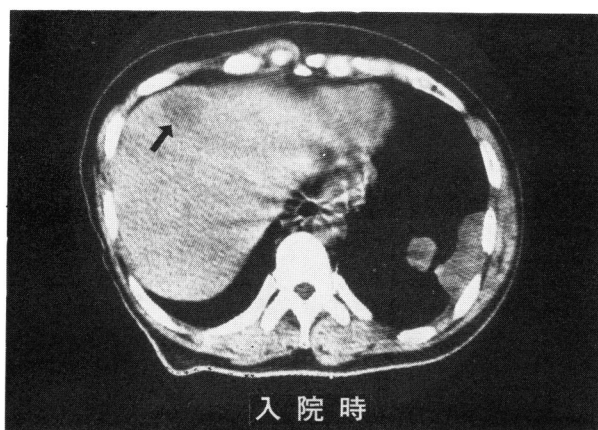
CT scan reveals the liver metastatic lesion
